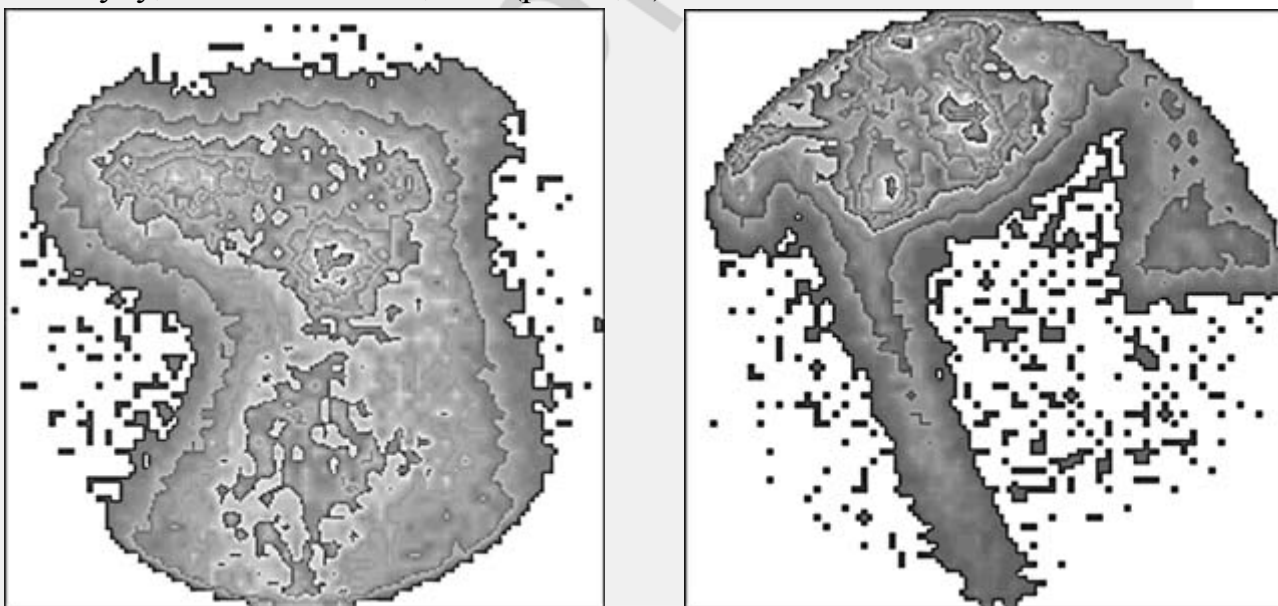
Сцинтиграммы ложа щитовидной железы (А) и области трансплантата (Б).
